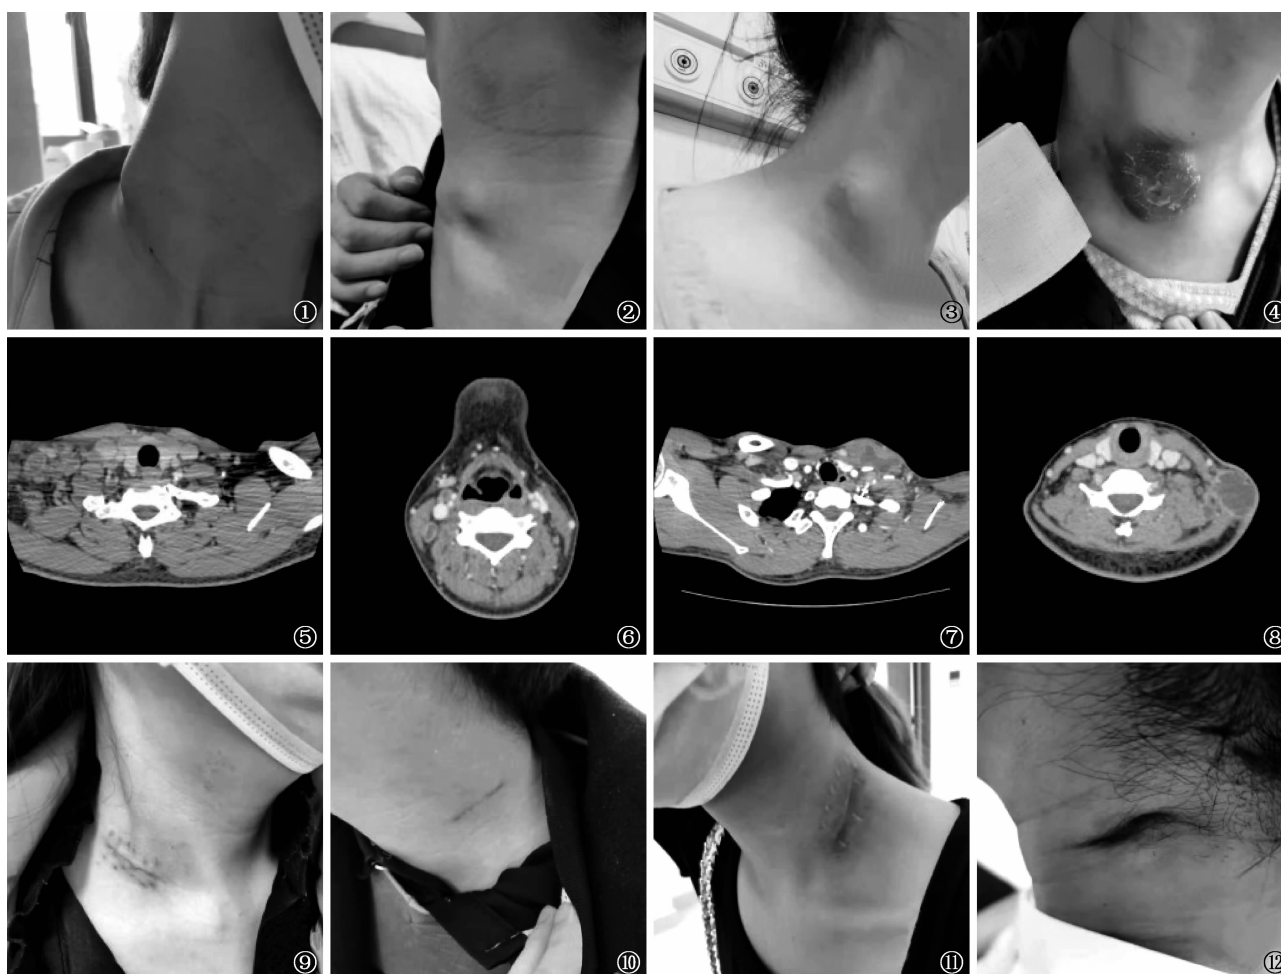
~12 各期患者术前体征、颈部增强 CT 表现,以及术后切口和瘢痕图。图 1、5、9 为颈部淋巴结结核 I 期患者。患者为女性,34 岁,术前体征显示凸起包块,质硬,病变区皮肤不红,增强 CT 显示病变均匀强化,术后切口瘢痕呈线形愈合;图 2、6、10 为颈部淋巴结结核 II 期患者。患者为男性,42 岁,术前体征显示凸起包块,质略硬,病变区皮肤亦不红,增强 CT 显示病变呈环形强化,术后切口瘢痕呈线形愈合;图 3、7、11 为颈部淋巴结结核 III 期患者。患者为女性,48 岁,术前体征显示凸起包块,质软,病变区皮肤发红,增强 CT 显示不规则形状强化,术后切口瘢痕明显,长度较长;图 4、8、12 为颈部淋巴结结核 IV 期患者。患者为女性,28 岁,术前体征显示凸起包块,质软,波动感明显,病变区皮肤呈暗红色,增强 CT 显示不均匀环形强化,皮肤及皮下组织消失,术后切口愈合呈龟裂瘢痕
